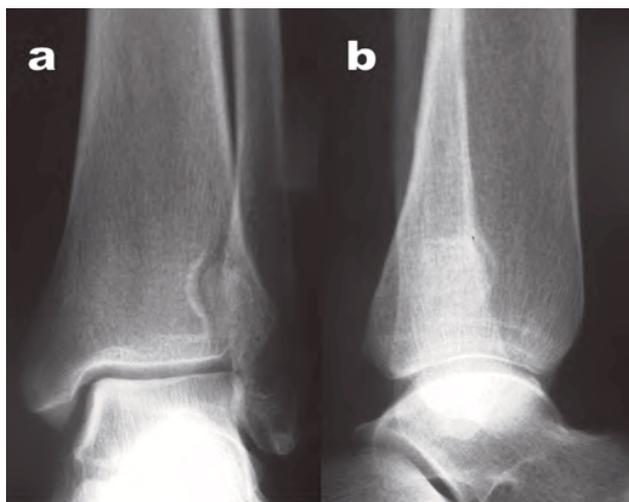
Caso 1. Radiografia anteroposterior (a) e lateral (b) do tornozelo.
